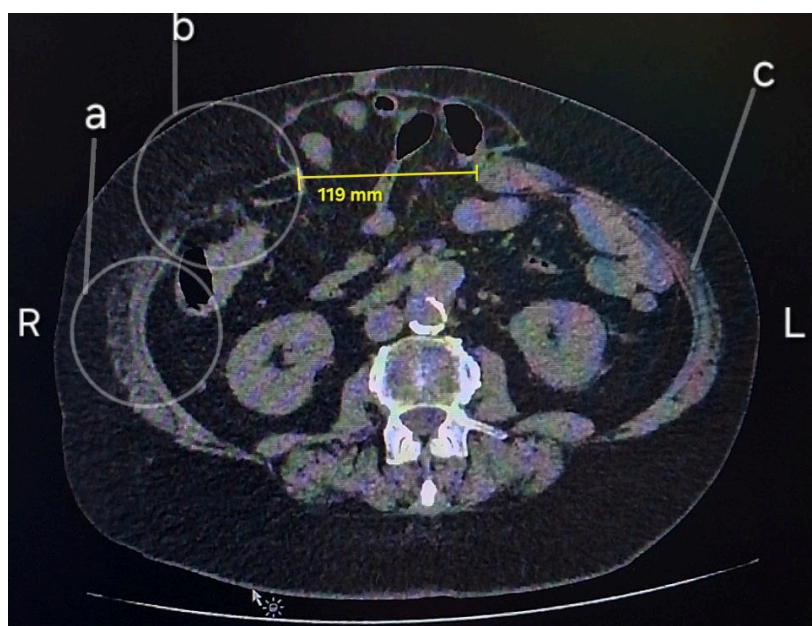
Томограмма больного В. через 4 недели после введения БТА, аксиальная проекция: ширина дефекта апоневроза уменьшилась до 11,9 см (объяснение в тексте).
